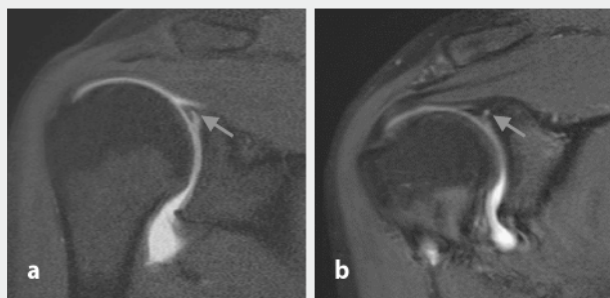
▲ MRT, direkte MR-Arthrographie, a T1w FS koronal, SLAP-Läsion Typ II, b PDw FS koronal, anatomische Variante des superioren Labrums, sublabraler Recessus
